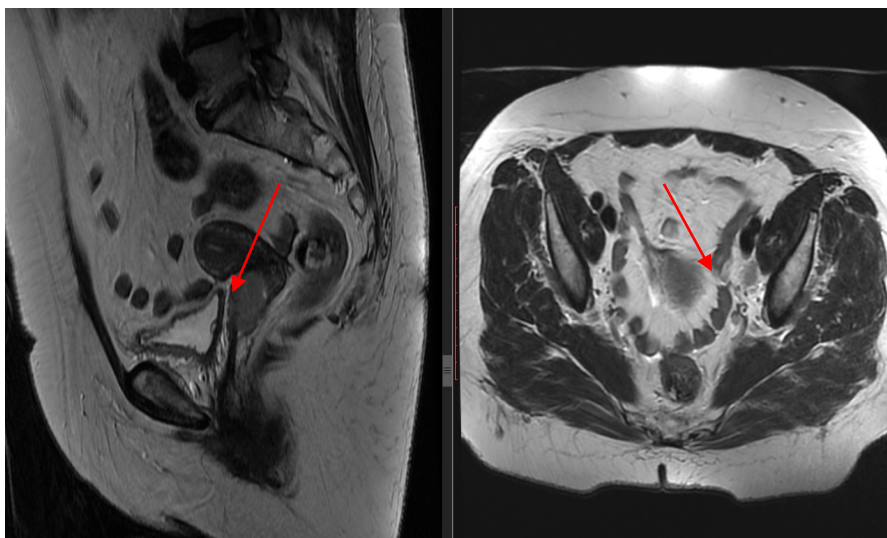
Рак шейки матки (МРТ, сагиттальная и аксиальная проекции). Опухоль шейки матки и метастазы в тазовых лимфатических узлах (указаны стрелками)
